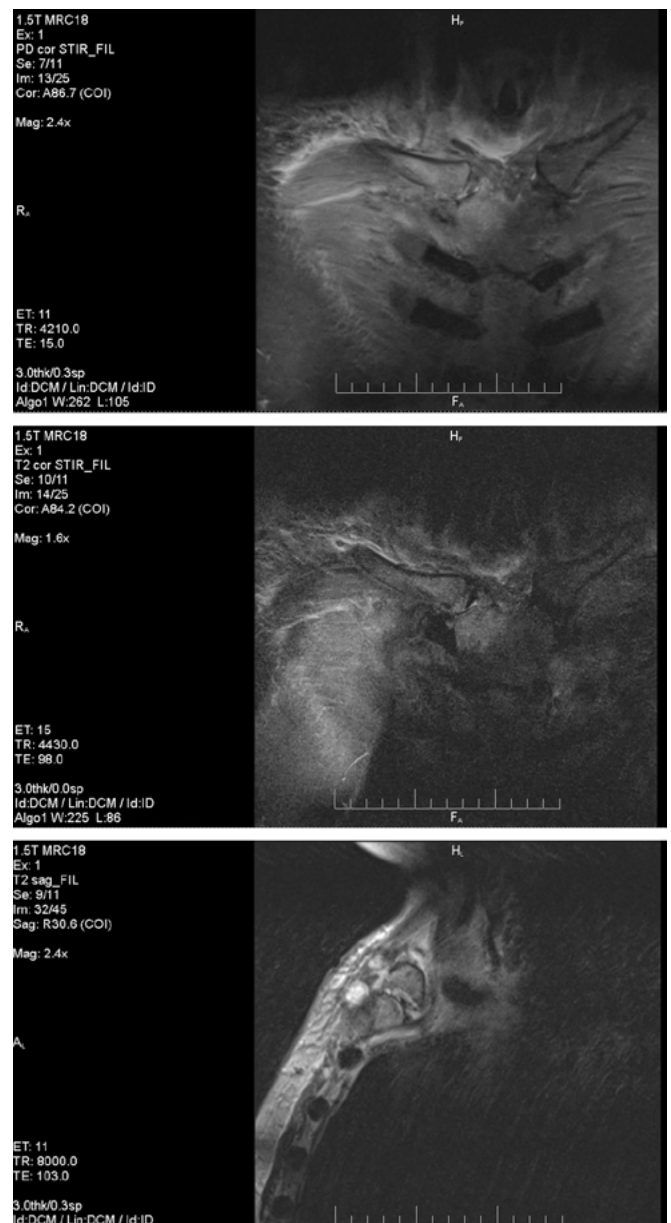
Магнитно-резонансная томография грудной клетки.
